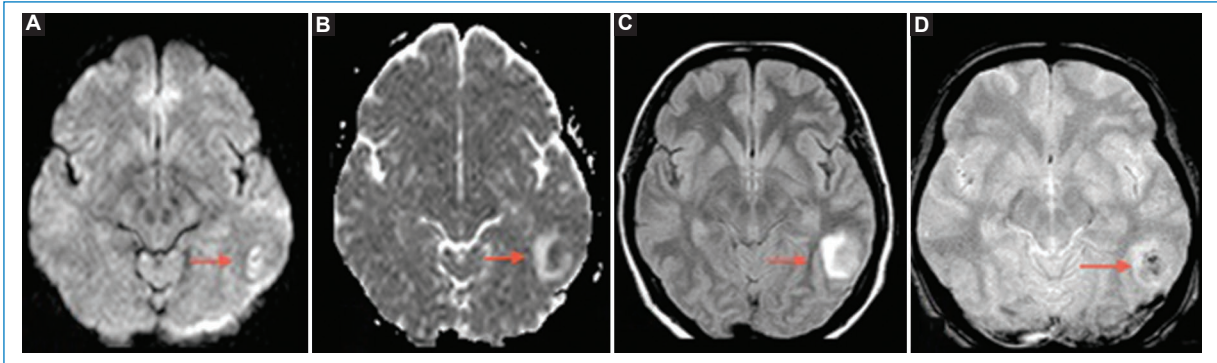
Infarto venoso cerebral. Cortes axiales de RM. A nivel temporoparietal izquierdo (flechas) se identifica un aumento de señal heterogénea en la secuencia de difusión (A) que se corresponde con una leve hipointensidad en el mapa de ADC con halo hiperintenso (B). Dichos hallazgos son visibles en FLAIR (C) y en secuencia FFE (D), mencionando en esta última algunas áreas hipointensas en su interior vinculadas a áreas de sangrado.
